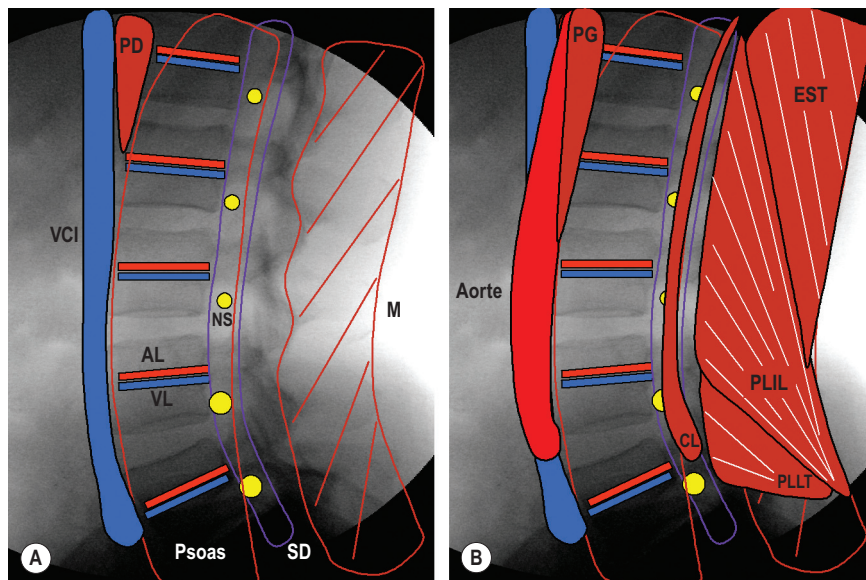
Radiographie latérale du rachis lombal sur lequel certaines structures associées ont été surimposées. A : Centralement, le sac dural (SD), les nerfs spinaux (NS), les artères lombales (AL), les veines lombales (VL) et le grand psoas (psoas); antérieurement, le pilier droit du diaphragme (PD) et la veine cave inférieure (VCI); postérieurement, le muscle multifidus (M). B : centralement, le carré des lombes (CL); antérieurement, l'aorte et le pilier gauche du diaphragme (PG); et postérieurement, les érecteurs spinaux constitués de la portion lombale du longissimus thoracique (PLL) et de la portion lombale de l'iliocostal lombal (PLL) ainsi que des fibres inférieures des érecteurs spinaux thoraciques (EST).
